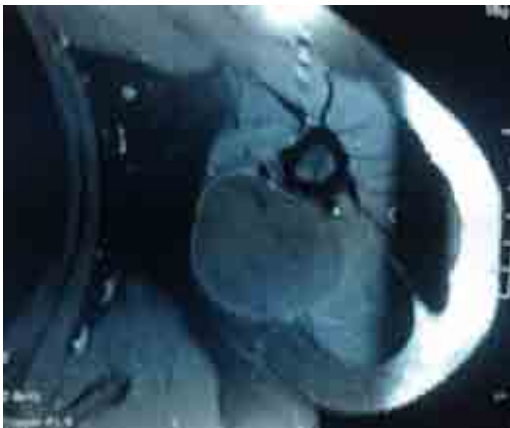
Aspect IRM de la tumeur.
